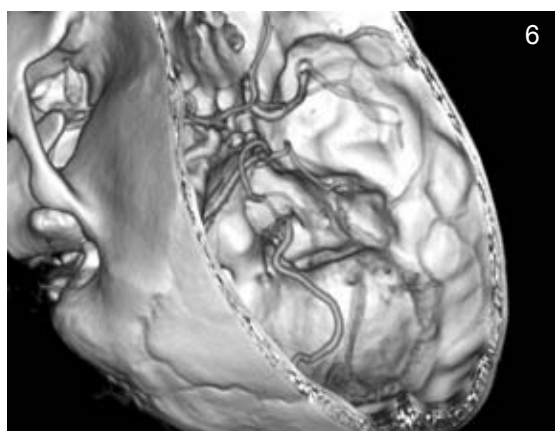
Obrazy z badania naczyniowego rezonansu magnetycznego. Rekonstrukcje trójwymiarowe VR z sekwencji TOF oraz poprzeczne i strzałkowe przekroje z sekwencji naczyniowej TOF MRA przedstawiające dużą malformację tętniczo-żylną położoną w prawym płacie ciemieniowym i skroniowym. Na zdjęciu możemy zobaczyć zasilające naczyniak poszerzone tętnice przednie mózgu oraz tętnicę środkową mózgu po stronie prawej. Widoczne są także bardzo poszerzone żyły odprowadzające krew z malformacji. Na *nidus* składa się drobna sieć małych naczyń w prawym płacie ciemieniowym i skroniowym.
